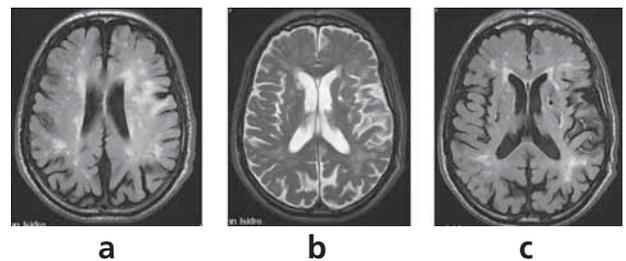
RM de encéfalo; a y b: cortes axiales en secuencias FLAIR y T2: lesiones de sustancia blanca lobar y periventricular por leucoaraiosis; c: FLAIR axial, múltiples lesiones lacunares en los ganglios de la base.
